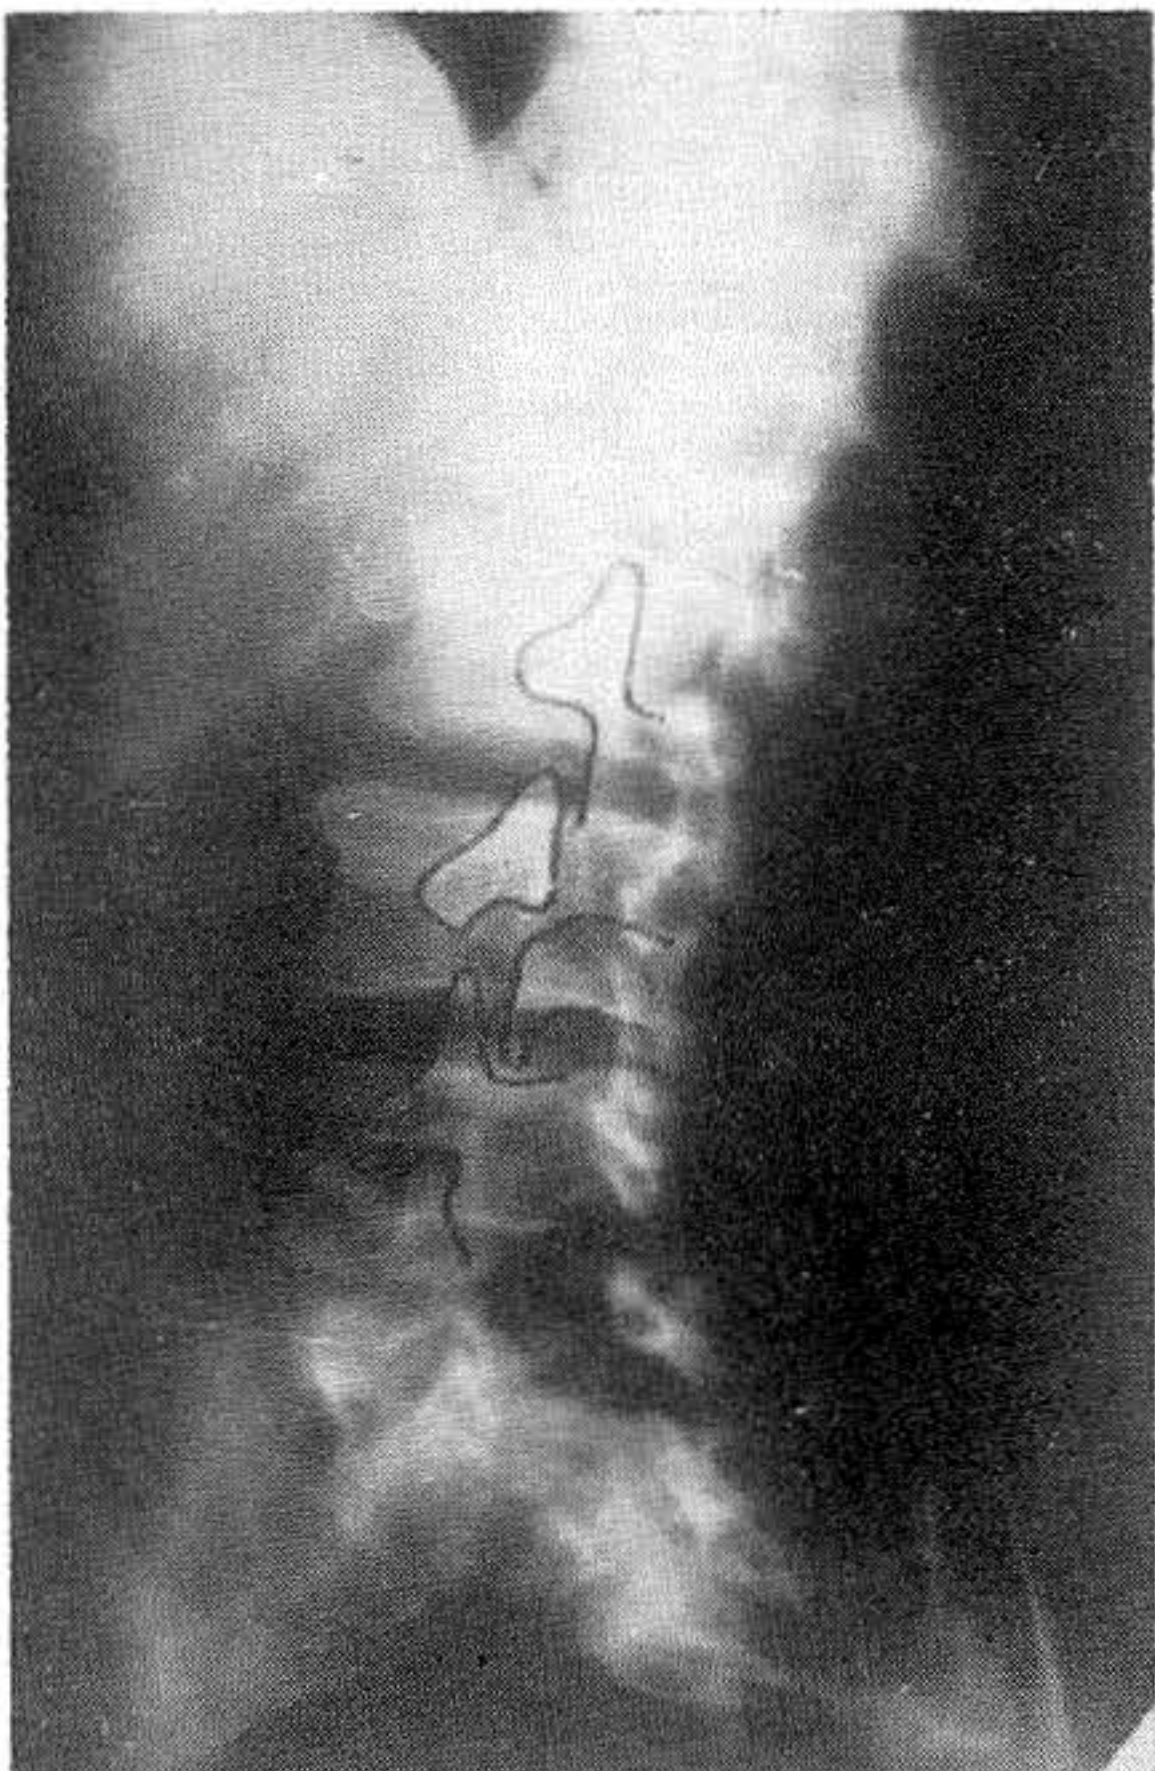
Signo radiológico "del perrito" en las espondilolisis. Radiografías oblicuas a 45 grados. Ver texto.
